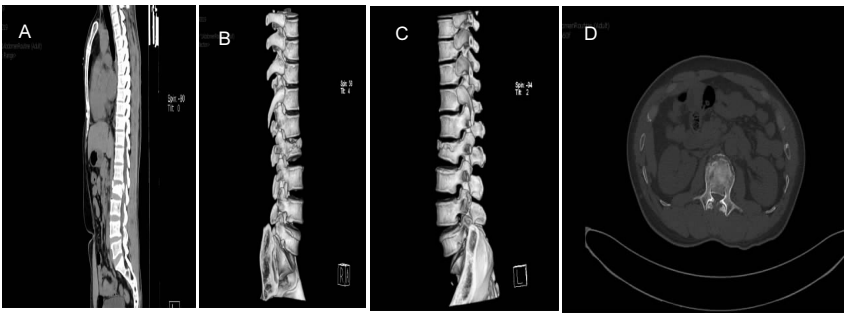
男性 45 岁 L₂ 骨折患者术前腰椎 CT 及重建
